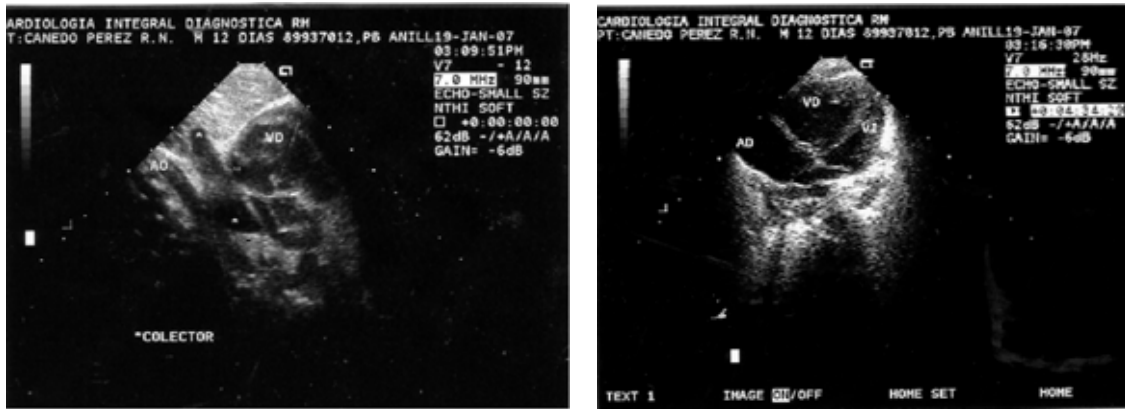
Ecocardiograma, foto a la izquierda, muestra el sistema colector (*), que se encuentra anterior a Aorta descendente (Ao) y llega a desembocar a vena porta. VD ventrículo derecho. Foto derecha, observamos cavidades derechas grandes y aurícula izquierda muy pequeña. Aurícula derecha (AD), Ventrículo derecho (VD), Ventrículo izquierdo (VI).
